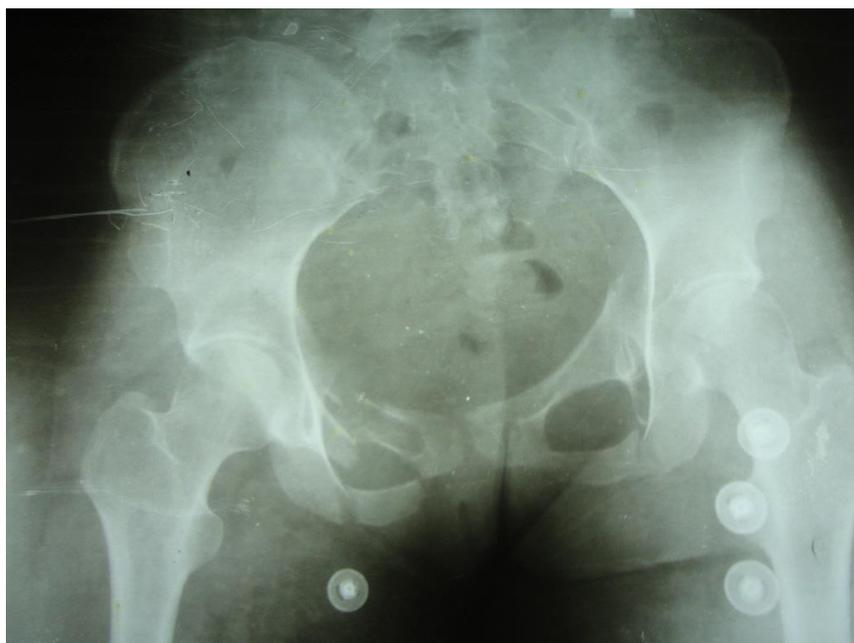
Radiografía simple en vista antero-posterior de la pelvis. Se observan las fracturas bilaterales de las ramas isquiopúbicas ascendentes y descendentes, y la disyunción de la articulación sacroilíaca derecha.
